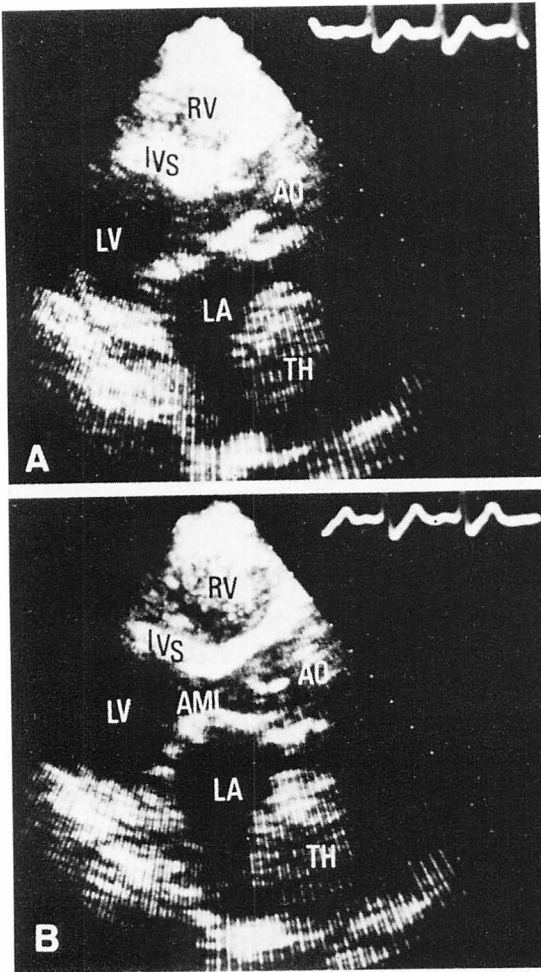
Cross-sectional echocardiograms in an 80-year-old female with mitral stenosis.
